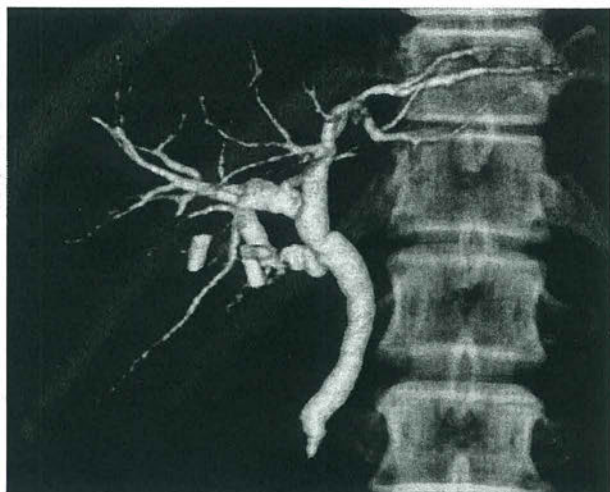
DIC-CT study : Communicating accessory bile duct which communicated between the cystic duct and the right hepatic duct was identified. Further a structure which continued from around the surgical stump of the cystic duct to the right inferiorly was identified, but we did not consider that bile juice leakage was present, because abdominal pain, fever and clinical symptoms were absent.
